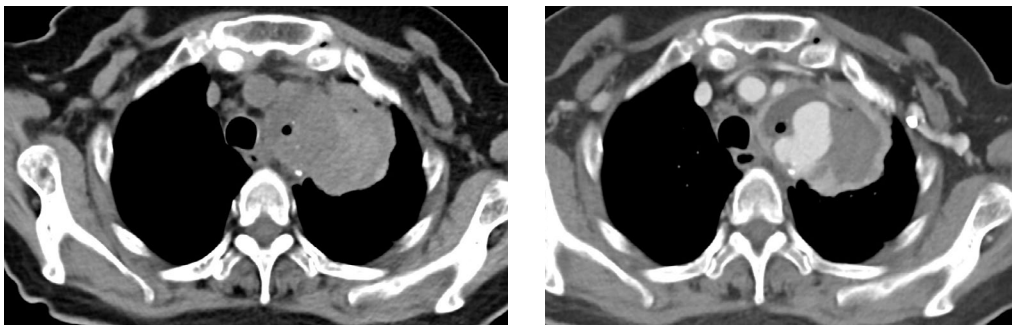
La tomografía de tórax sin contraste y con administración de la sustancia de contraste, en plano axial, muestran imagen sacular lobulada (flecha gruesa), que se opacifica intensamente con la sustancia de contraste, en relación con pseudoaneurisma. Se observa además hematoma hiperdenso en la fase sin contraste (flecha fina) que no realza con el contraste, en relación a pseudoaneurisma roto. Nótese además pequeñas burbujas de aire, en el margen lateral derecho y anterior del hematoma.
